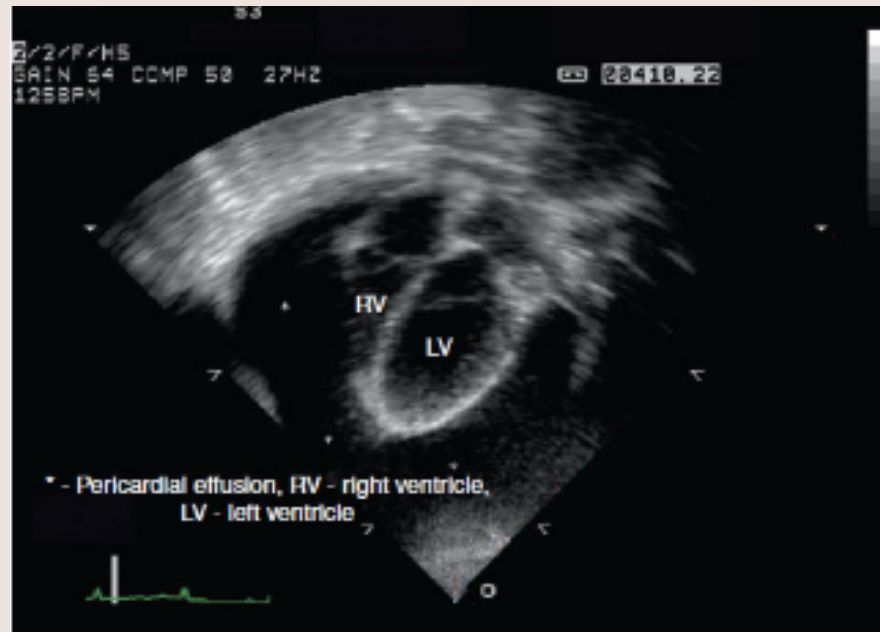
Imágenes de ecocardiograma de pericardiocentesis. A: imagen de ecocardiograma de derrame pericárdico. B: punta de la aguja en el espacio pericárdico. C: derrame pericárdico parcialmente drenado.
